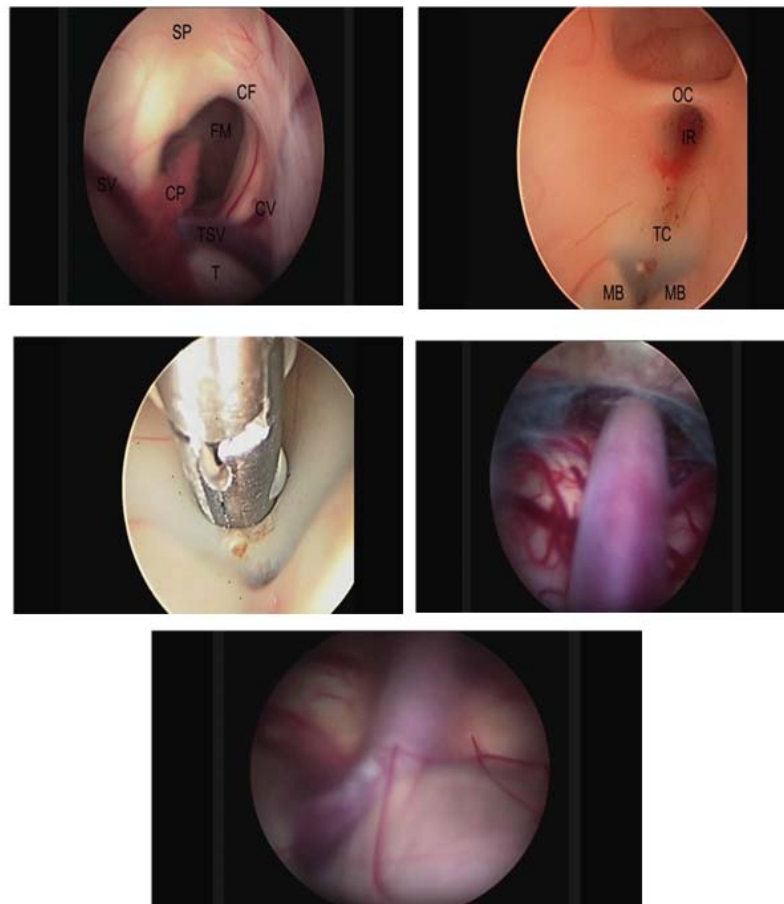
Anatomie chirurgicale endoscopique du système ventriculaire. (a) Repères anatomiques dans le ventricule latéral droit utilisés pour confirmer l'orientation du ventricule. (Abréviations : FM, foramen de Monro, CF, colonne de Fornix, CP, plexus choroïde, CV, veine caudée, SP, septum pellucidum, SV, veine septale, T, thalamus, TSV, veine thalamostriée.) (b) le plancher du troisième ventricule (abréviations : IR, creux infundibulaire, MB, corps mamillaire, OC, chiasma optique, TC, tuber cinereum.) (c) Création d'une stomie dans le tuber cinereum à l'aide d'une pince à préhension. (d) Vue de l'artère basilaire et du tronc cérébral après que le ventriculoscope a été conduit à travers la stomie pour assurer la perméabilité de la stomie. (e) Plancher exceptionnellement mince du troisième ventricule à travers lequel l'artère basilaire est vue[1].
